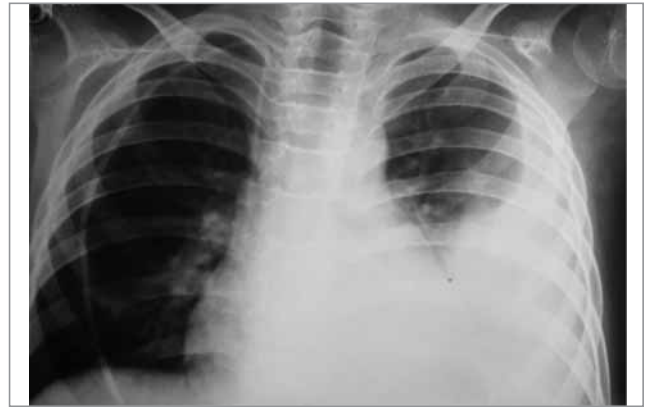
Рентгенографія органів грудної клітки від 13.08.18 р.
